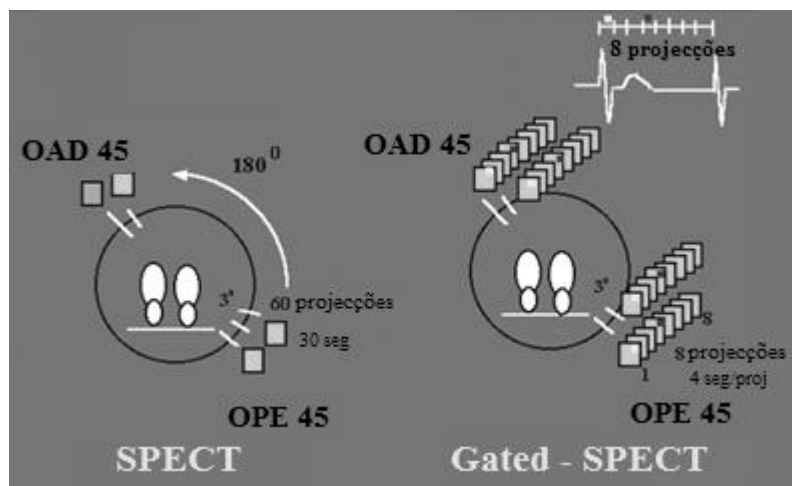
Aquisição Gated-SPECT.
